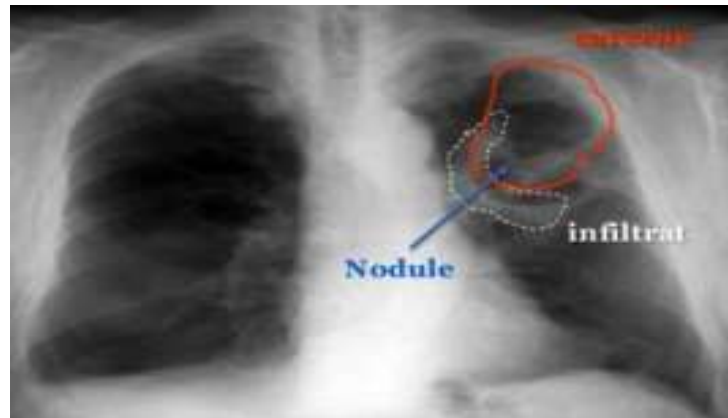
Radiographie d'un tuberculeux pulmonaire (Hantous-Zannad , et al, 2014).
